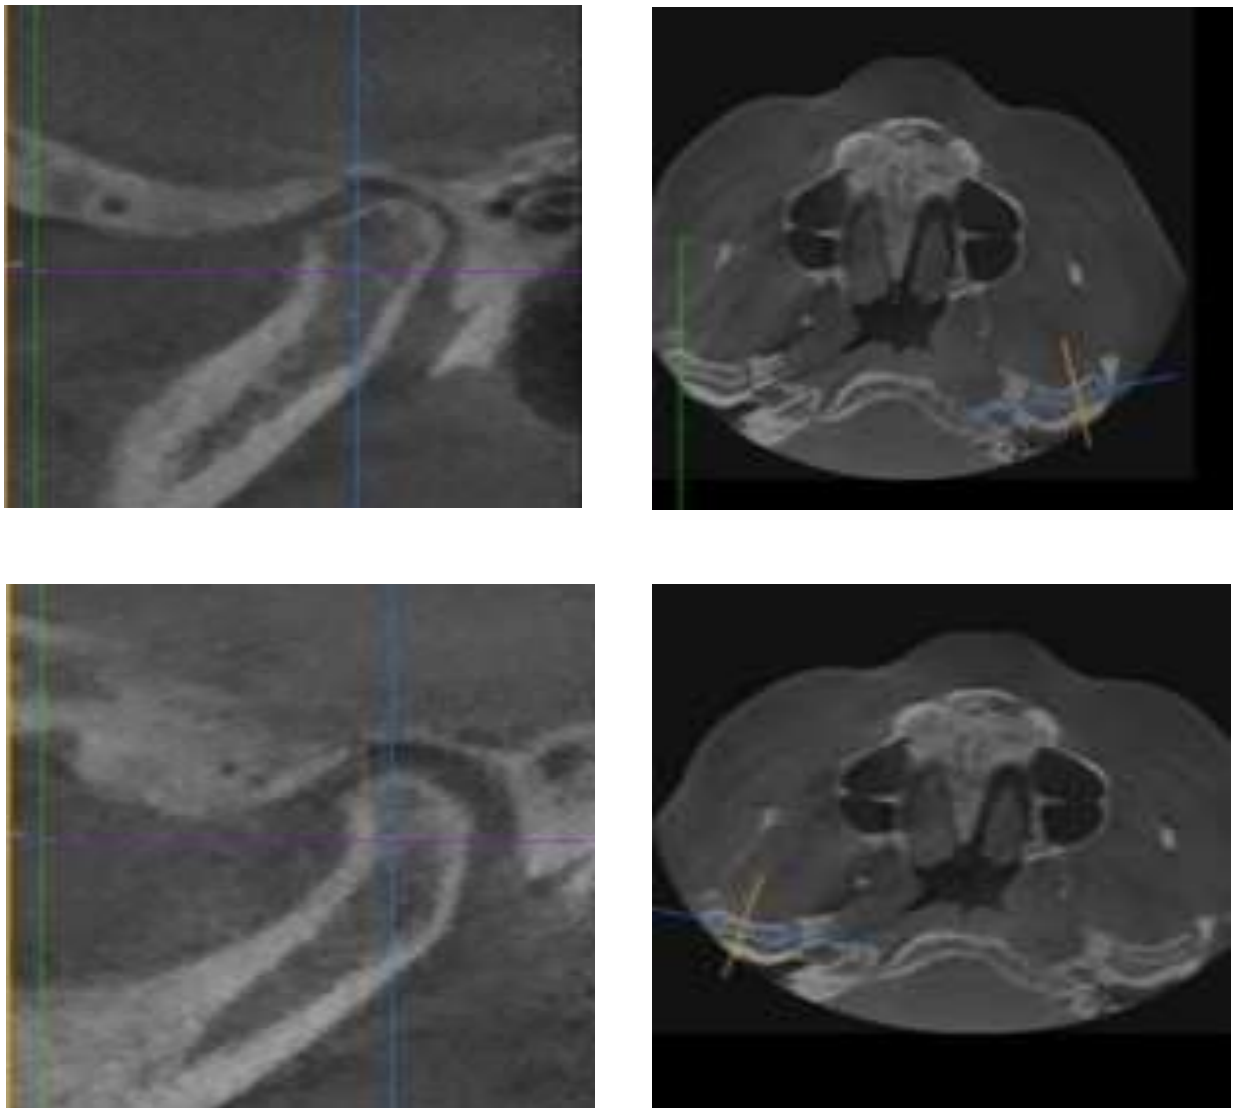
Хворий А.К. Компютерна томографія СНЩС
